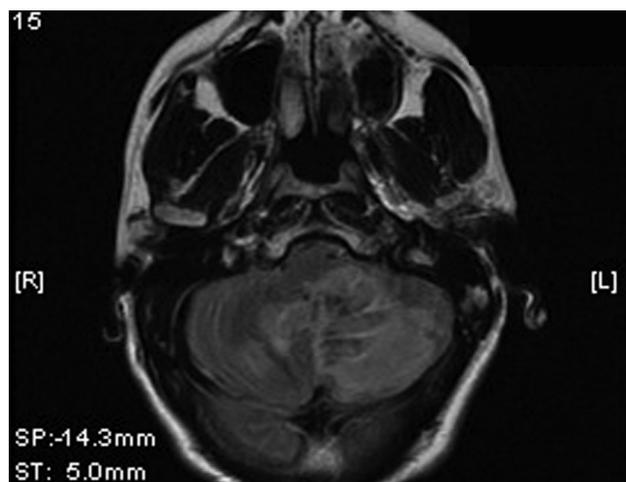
Resonancia magnética (S) que evidencia de enfermedad vascular isquémica cerebelosa con predominio izquierdo en estudio agudo.
